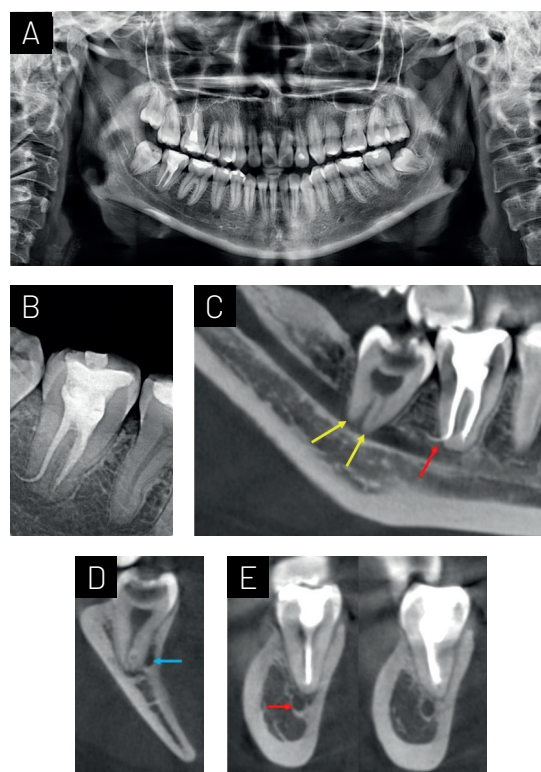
Caso 2. Paciente femenino de 24 años, sin compromiso sistémico, acudió para evaluación del diente 47. (A) Radiografía panorámica. Se observa proximidad de los ápices radiculares de los molares inferiores con respecto al canal mandibular. (B) Radiografía periapical del diente 47, en la que se observa a nivel radicular una imagen radiopaca compatible con material intraconducto sobre-extendido. (C, D y E) En los cortes tomográficos, se observa la proximidad de los ápices radiculares del diente 48 en el corte sagital (flechas amarillas), sin embargo, en el corte coronal se observa que el conducto mandibular se encuentra ubicado en el tercio medio en la superficie lingual (flecha celeste). Además, en la sobreobtusión del diente 47 se observa que está por encima del conducto mandibular, pese a la proximidad de los ápices radiculares con respecto al conducto mandibular (flecha roja).
